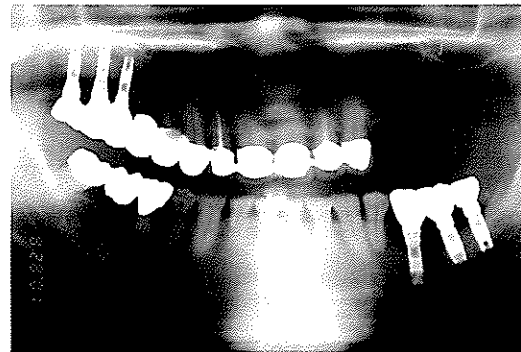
감염으로 인한 누공 및 보철 후 잘 유지되고 있는 방사선 사진
